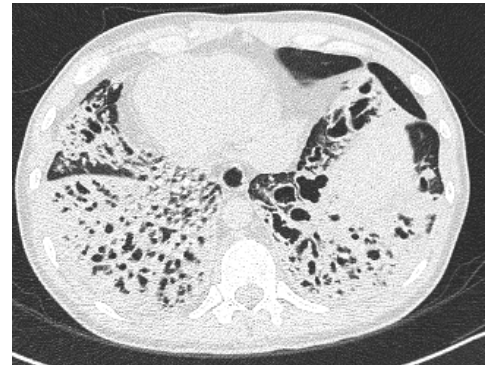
Tomografía Computarizada Ventana Pulmonar
